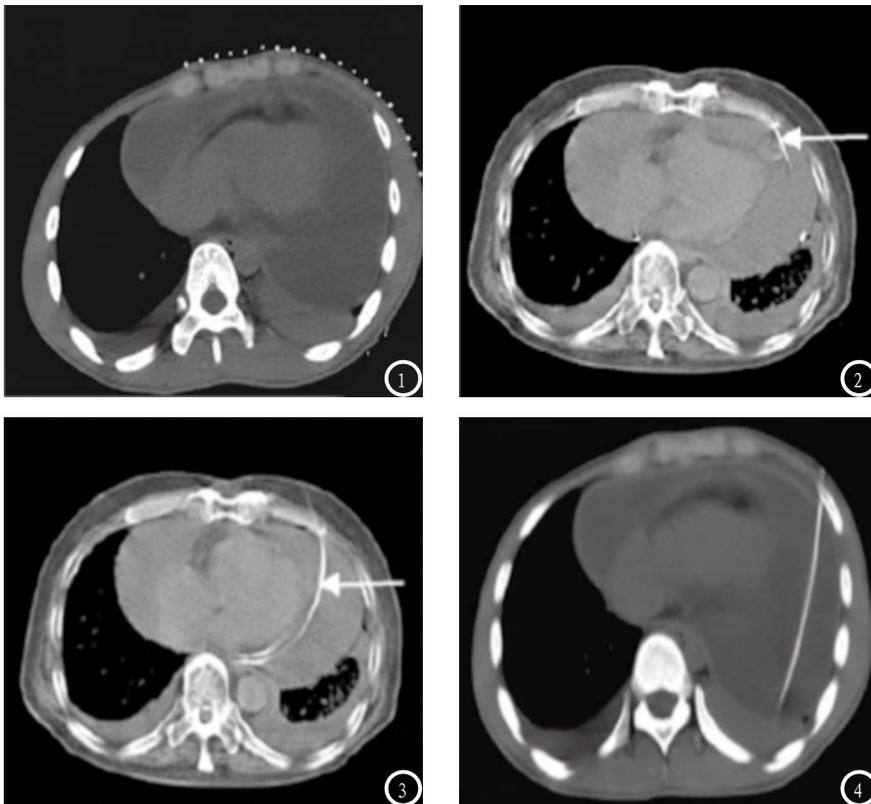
CT显示胸前金属标记定位；图2 CT显示穿刺针进入心包；图3 CT显示导丝进入心包腔内；图4 CT显示心包腔内引流管位置、角度及深度。
